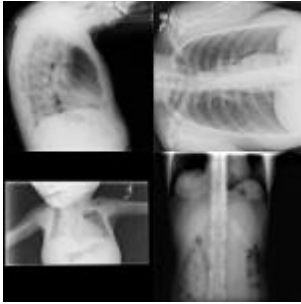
Examples of x-ray images based on the analysis of algorithmic failures in...
